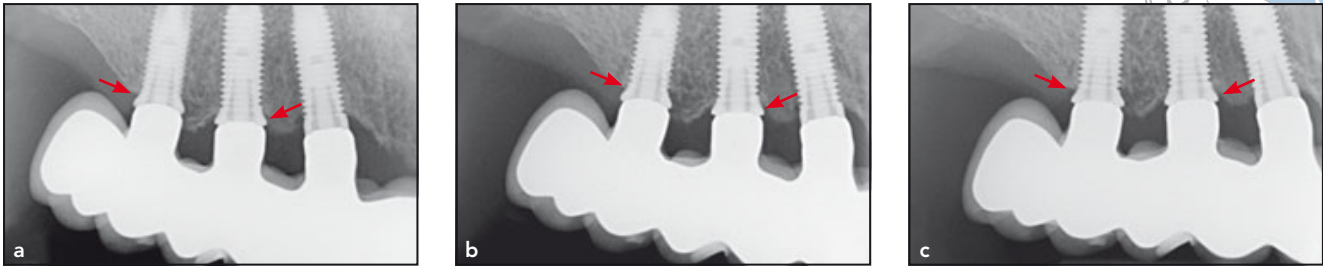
Apikale Röntgenaufnahmen (a) 6 Monate, (b) 2 Jahre und (c) 5 Jahre nach Sofortbelastung. Die roten Pfeile markieren das Knocheniveau.
